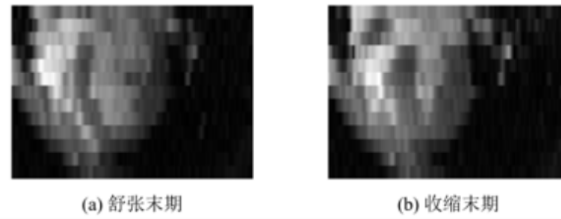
切片方向（长轴方向）的 Cine-MRI 截面
